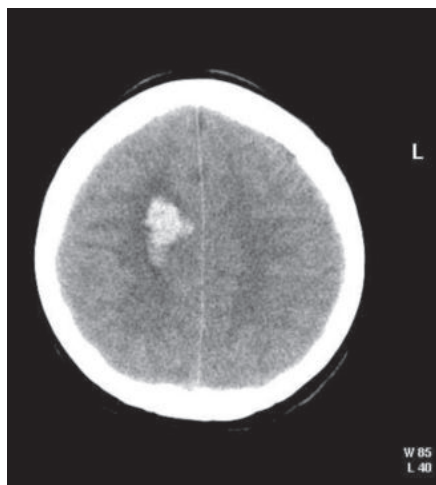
Больная Ю., 43 года. Компьютерная томография головного мозга. Паренхиматозное кровоизлияние в правое полушарие головного мозга.
